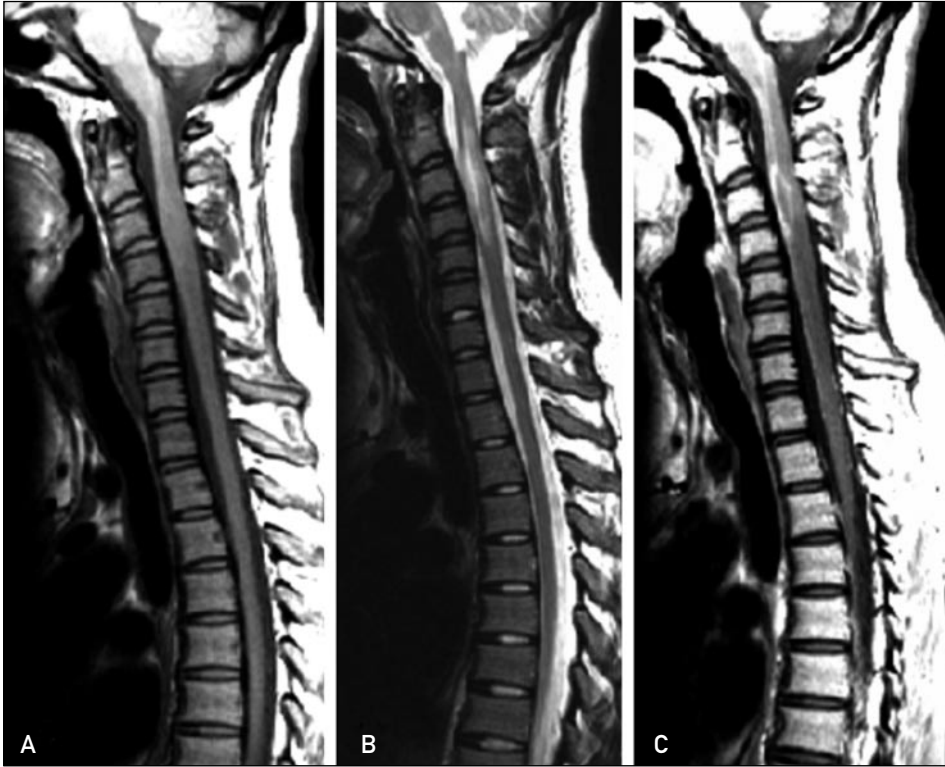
Placa desmielinizante aguda medular. Estudio de RM en plano sagital con secuencias ponderadas en T1 (A), T2 (B) y T1 con gadolinio (C) en un paciente diagnosticado de EM. El examen muestra una placa desmielinizante con actividad inflamatoria que tiene características levemente expansivas. Estas lesiones pueden confundirse con lesiones tumorales.
